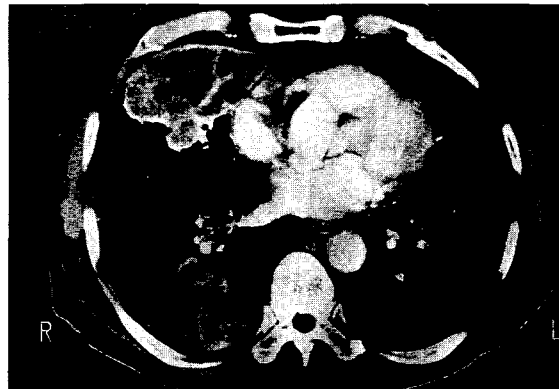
Chest CT on 6th admission day. Irregular margined mass-like consolidations are found on the same site on pre-contrast films. Internal low density with cavity formation is noted. Small amount of pleural effusion is found in right pleural cavity.
